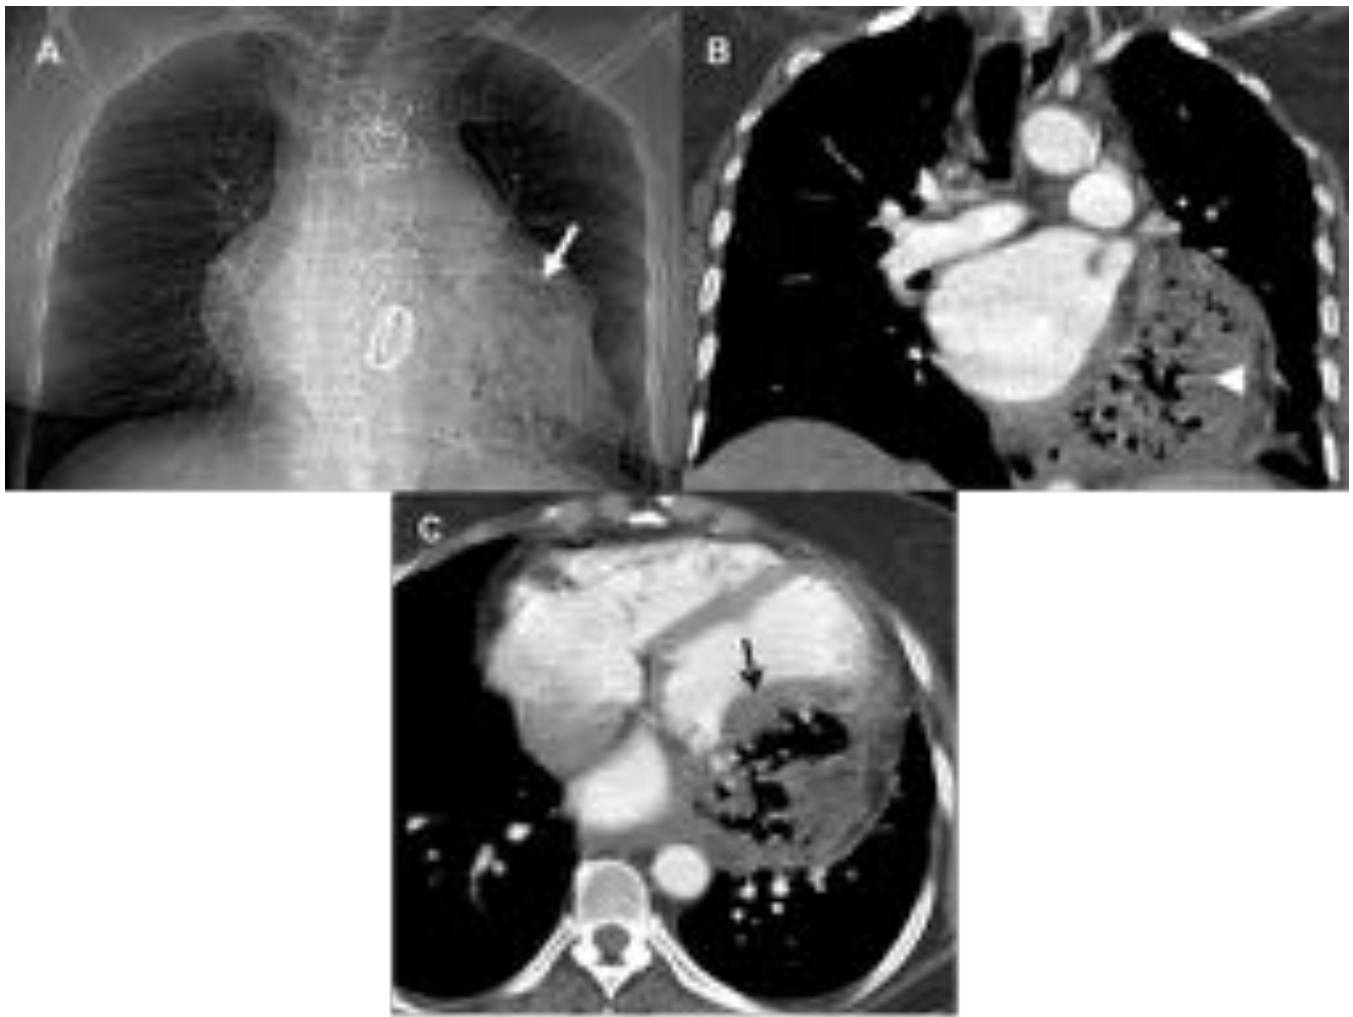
FÍSTULA ESÓFAGO-PERICÁRDICA - TC torácica con contraste endovenoso en fase arterial. “Scout” (A), reconstrucción coronal (B) y adquisición axial (C). Imágenes aéreas superpuestas a la silueta cardíaca (flecha blanca en A). Colección hidroaérea en espacio pericárdico izquierdo con patrón en miga de pan en su interior (cabeza de flecha en B) que desplaza y abomba medialmente la pared del ventrículo izquierdo (flecha abierta en C).
